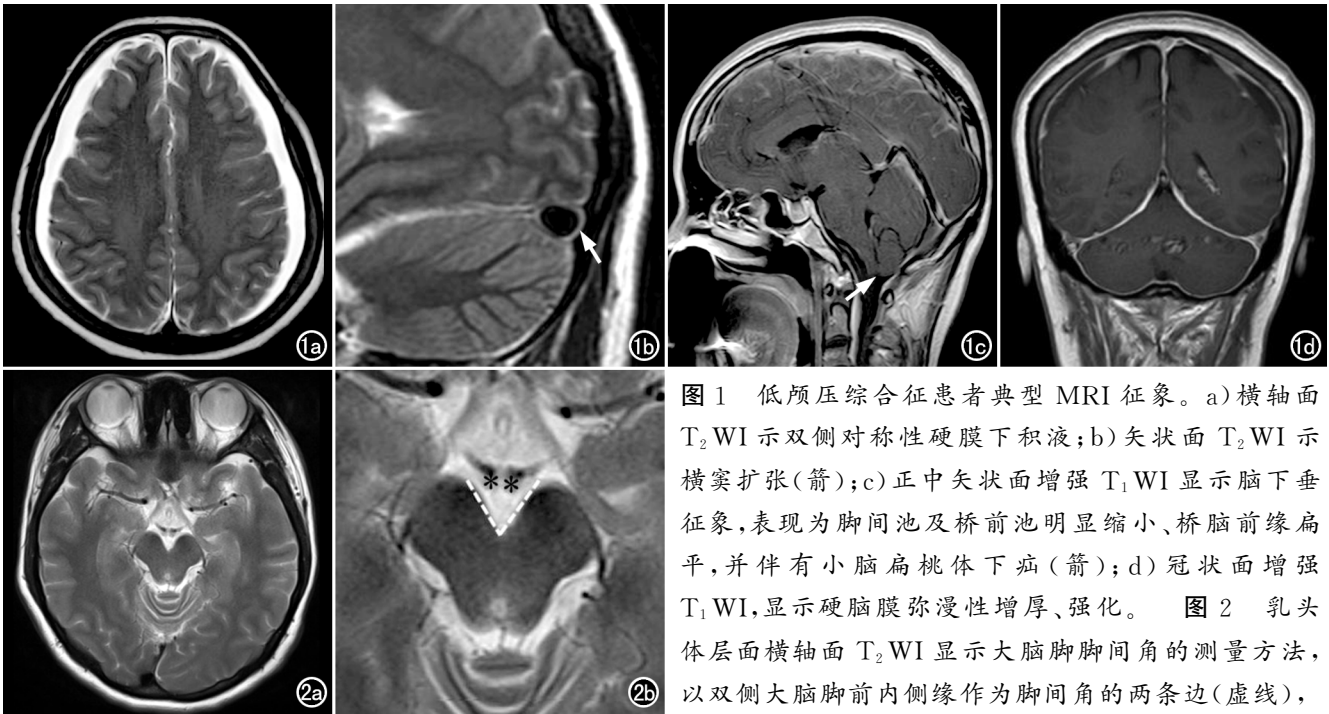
低颅压综合征患者典型 MRI 征象。a)横轴面 T₂WI 示双侧对称性硬膜下积液;b)矢状面 T₂WI 示横窦扩张(箭);c)正中矢状面增强 T₁WI 显示脑下垂征象,表现为脚间池及桥前池明显缩小、桥脑前缘扁平,并伴有小脑扁桃体下疝(箭);d)冠状面增强 T₁WI,显示硬脑膜弥漫性增厚、强化。
